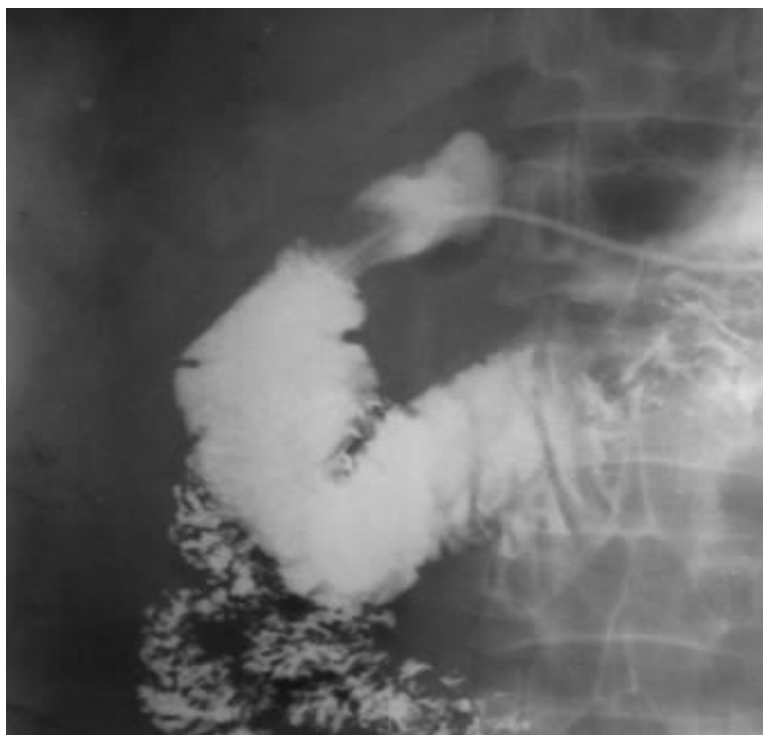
Контрастная рентгенография желудка. Пациент С., 52 лет. Субкомпенсированная стадия дуоденостаза
